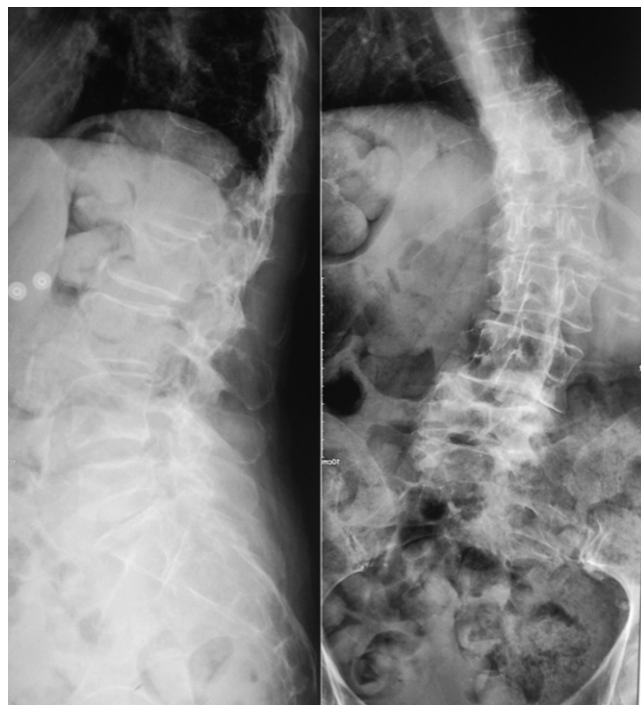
Radiografía simple de columna anteroposterior y lateral.
